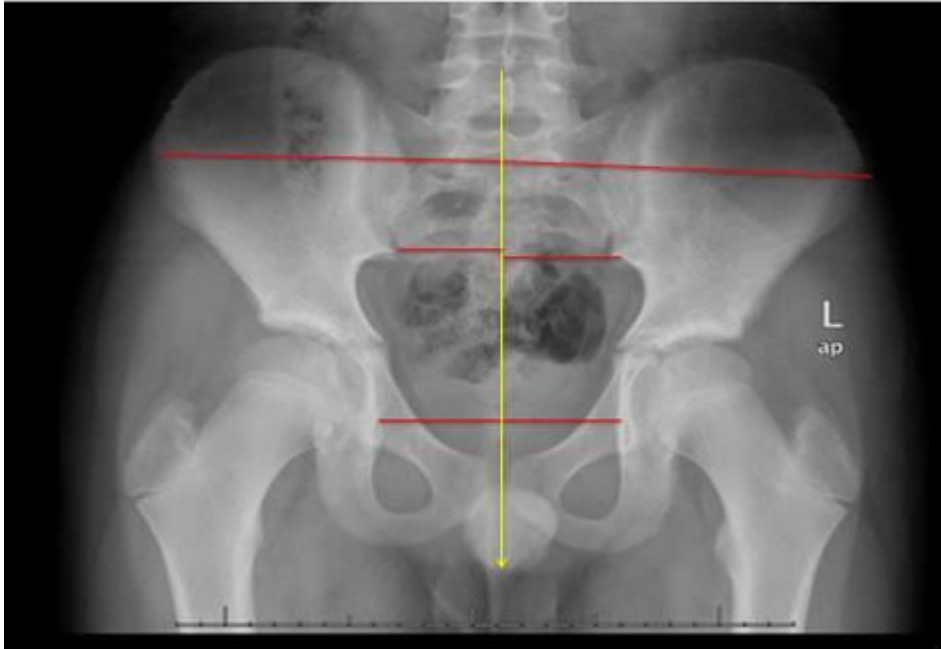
Kadavra Grafisi
